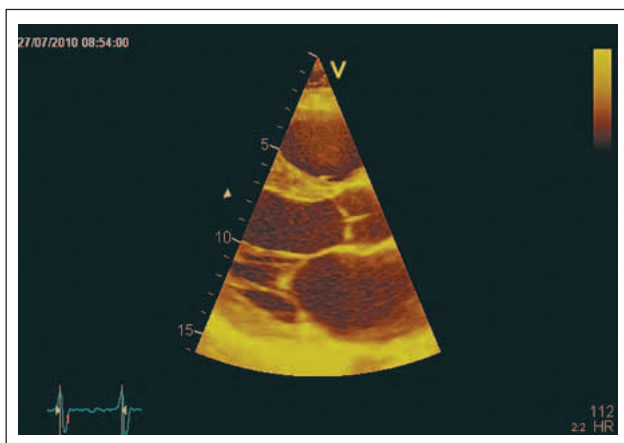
Parasternaler Längsschnitt. Wandverdickter und deutlich eingeschränkt kontraktiver linker Ventrikel. Morphologisch unauffällige Mitral- und Aortenklappe. Vergrößerter linker Vorhof.
